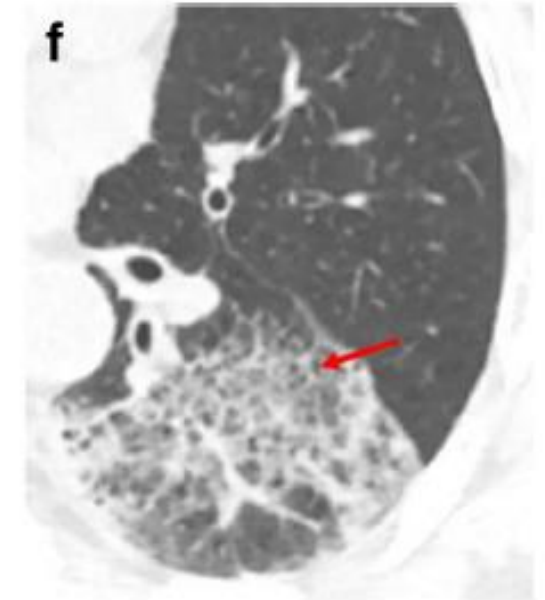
A 49-year-old woman with history of recent travel to Wuhan, presented with fever and cough for 8 days. a Non-contrast enhanced chest CT demonstrated multiple ground glass opacification in the both lower
